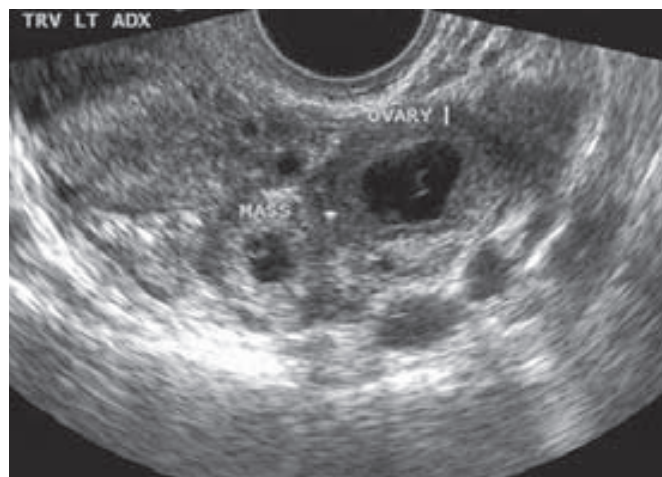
Ecografía transvaginal de un embarazo ectópico. Nótese la tumoración aneural que es independiente del ovario y además el saco vitelino dentro del saco gestacional. (Cortesía de la Dra. Elysia Moschos.)
